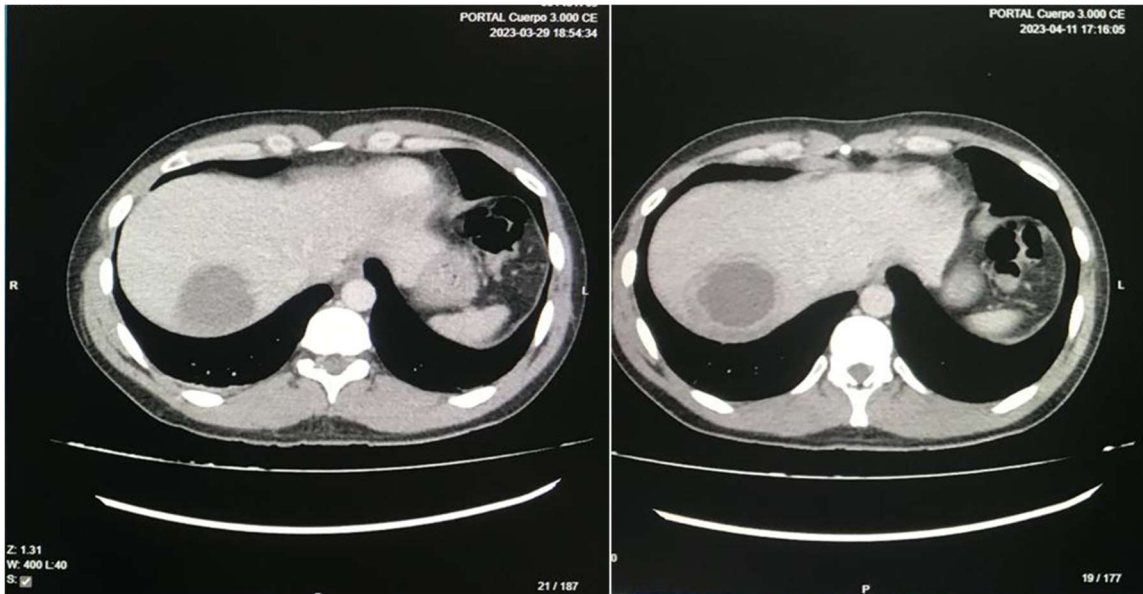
Absceso hepático. TAC AP con contraste con corte transversal. A la izquierda, imagen inicial (29 de marzo 2023). A la derecha, control posterior a 2 semanas (11 de abril 2023).
